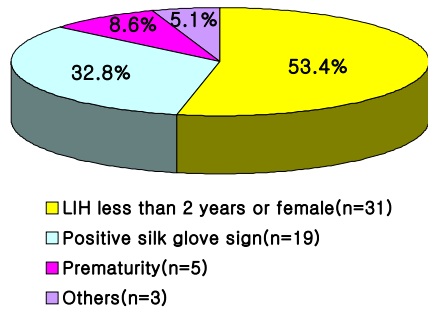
Indications for inguinal ultrasonography. Symptomatic left inguinal hernia less than 2 years of age or female (53.4%) was the most common group.
